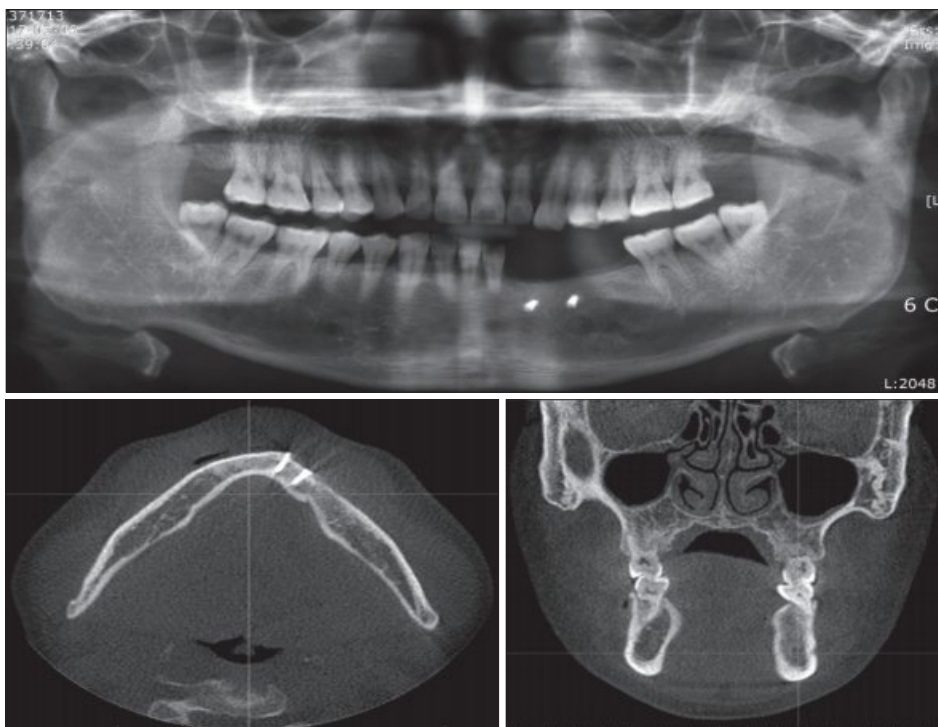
Healing state with X-ray and CT after 8 years.
